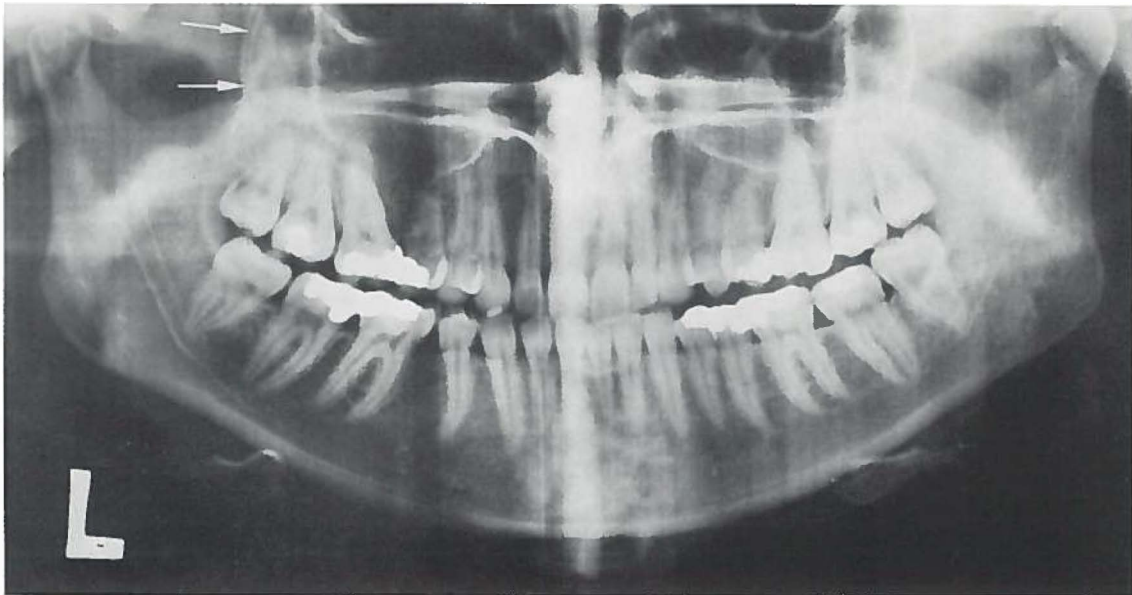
Orthopantomogram bij dezelfde patiënt (zie fig. 34). Zeer grote radiculaire cyste uitgaande van een rest van een melkelement tussen P_2 en M_1 s.s. De begrenzingen van de cyste en de sinus maxillaris zijn dorsaal als twee parallelle lijnen zichtbaar (Pk. 71/2145).
